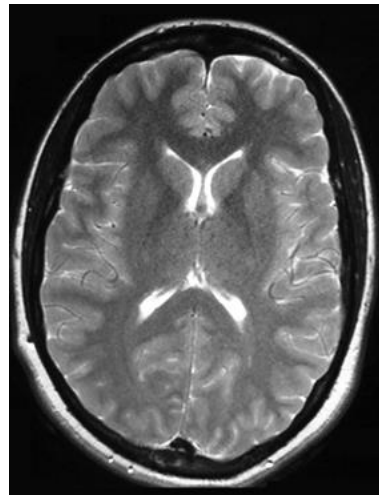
Corte axial de resonancia magnética de un paciente con una MC-1 e hipertensión intracraneal que presenta unos ventrículos de características normales, no dilatados
